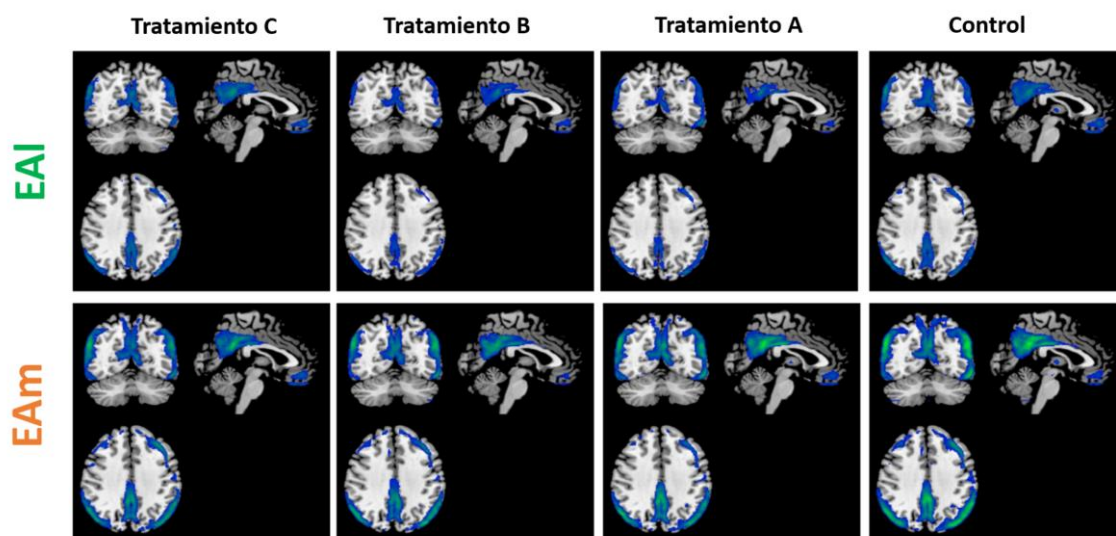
Comparación del defecto promedio entre el subgrupo de pacientes EAI y el subgrupo de pacientes EAm mostrado en una triangulación con la imagen paramétrica de defecto promedio superpuesta sobre una RM genérica para cada uno de los grupos de tratamiento en M0.
